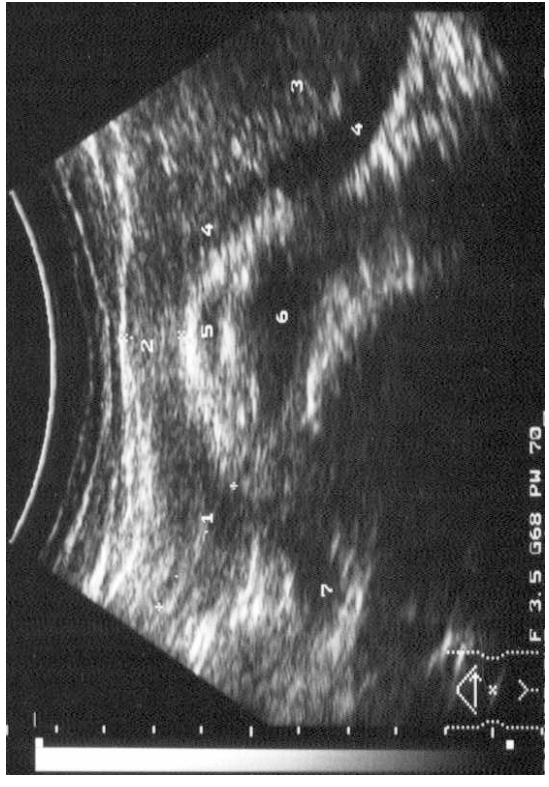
УЗИ поджелудочной железы (вариант нормы).
